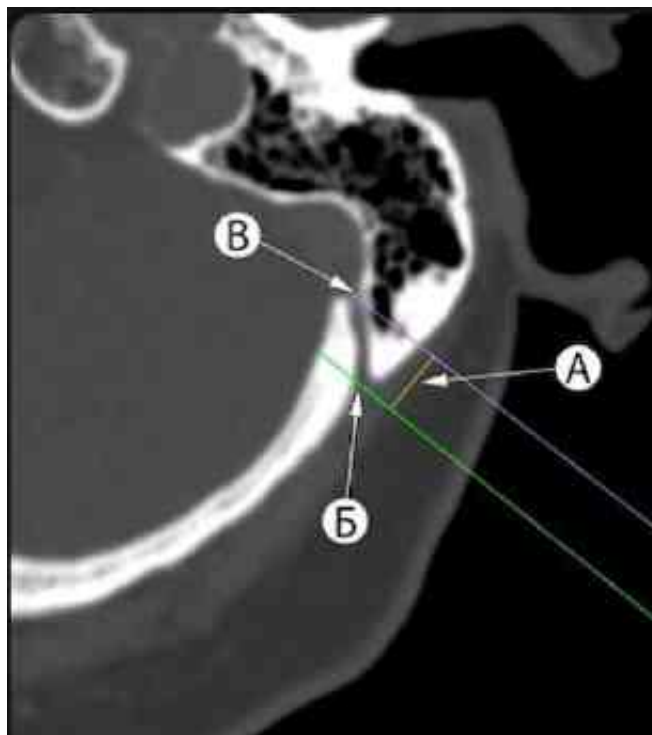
Планування ретросигмоподібної краніотомії за допомогою аксіальних КТ-зрізів з вимірюванням відстані (А) між перпендикулярними лініями до поверхні соскоподібного відростка між соскоподібним отвором (Б) та внутрішнім отвором КСЕВ (В). Проекція відповідає задній межі сигмоподібного синуса.
